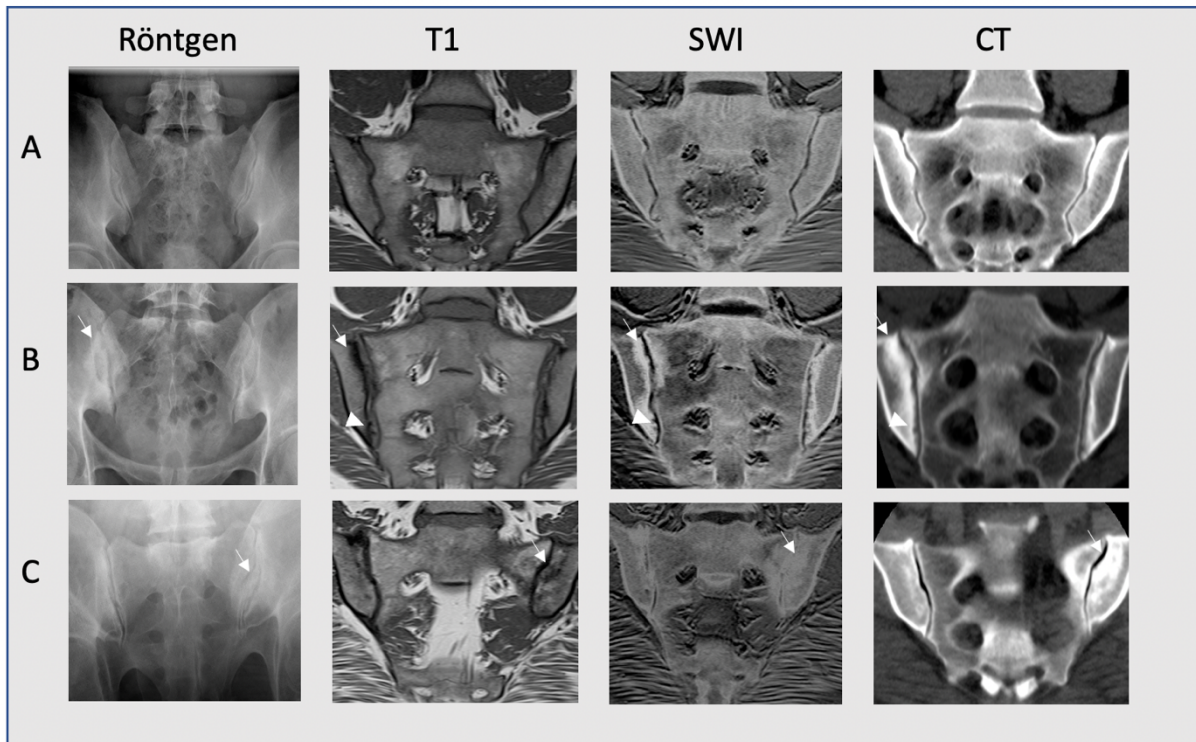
Beispielbilder für Röntgen, CT, T1 und SWI der Sakroiliakgelenke.
